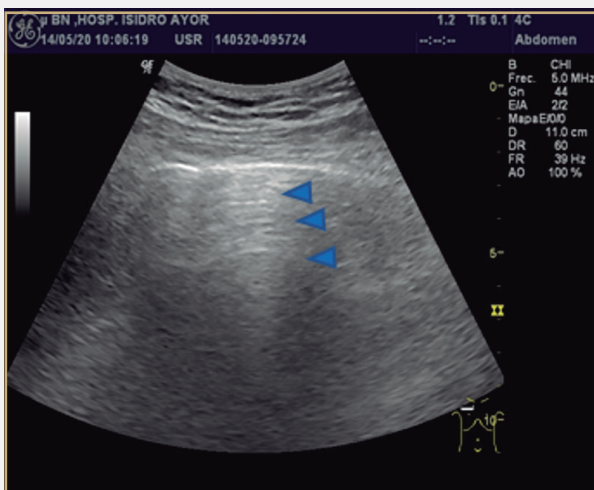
Paciente del Hospital General Isidro Ayora-Loja (HGIA). Ecografía pulmonar con transductor convexo. Se puede visualizar el signo del murciélago, generado por la sombra acústica de dos costillas adyacentes y la línea pleural en la superficie de los pulmones, que se asemejan a los murciélagos con las alas extendidas. Estudio normal, líneas A visibles (cabeza de flechas azules).
